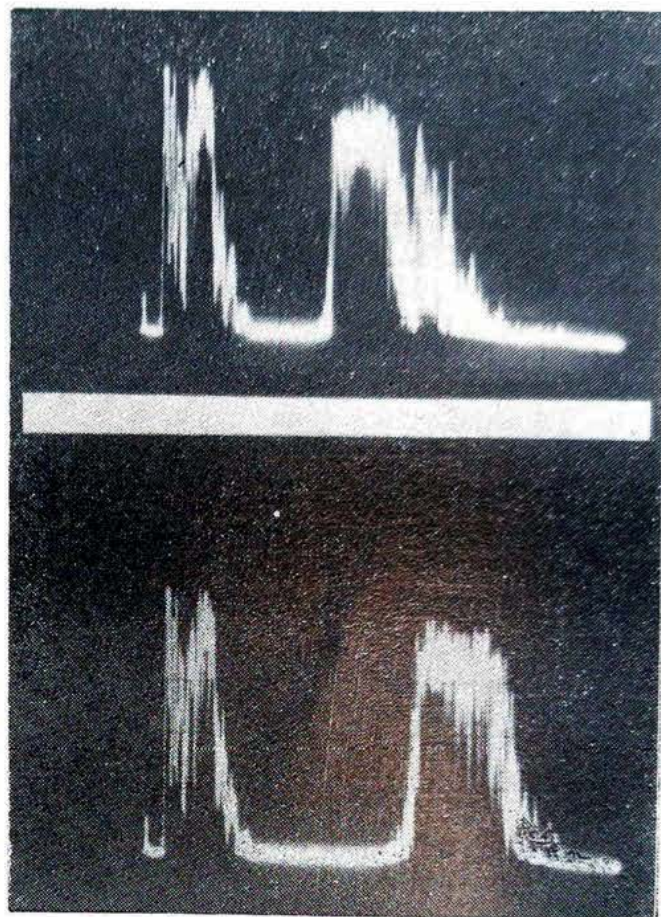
Ecografia: A-Scan — Olho esquerdo do paciente (acima) — Abaixo olho normal (controle).
